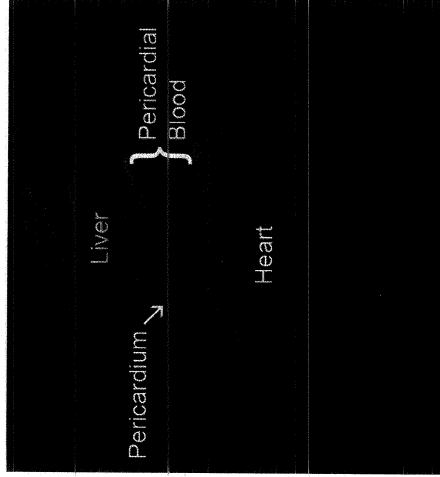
Penetrating cardiac injury with hemo-pericardium visualized on bedside ultrasound. Note the large amount of blood outside the heart within the pericardial sac.
